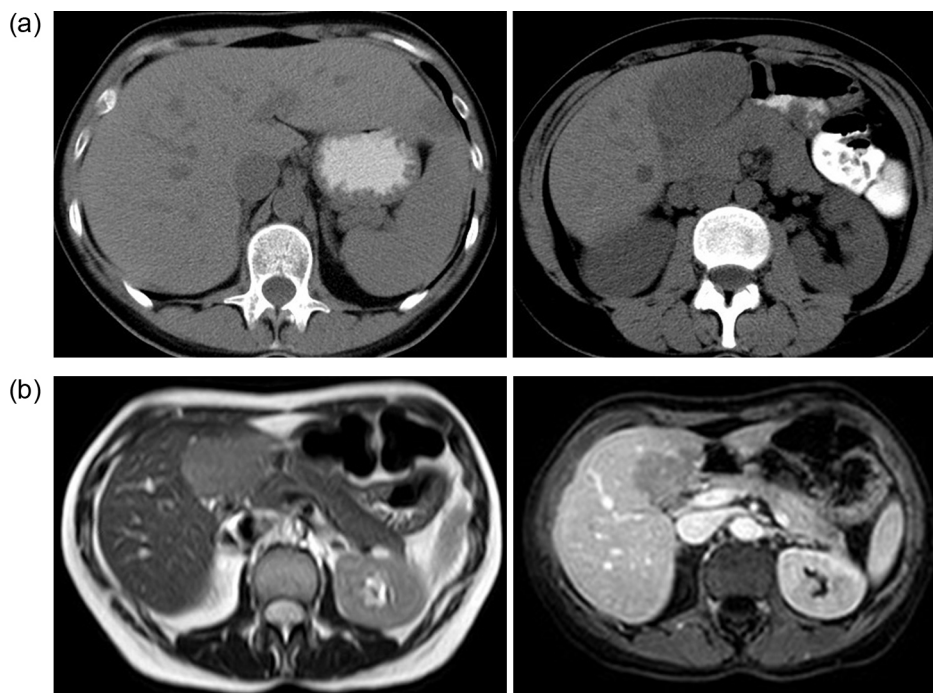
A) Tomografía hepática en la que se observan lesiones hipodensas focales múltiples, destacando por su tamaño, una de 2,5 cm en el segmento II y otra de 6 cm próxima al segmento caudado; B) Resonancia magnética donde se observan lesiones hepáticas discretamente hiperintensas en la secuencia T1 en fase (a) y una marcada pérdida de la señal en la secuencia T1 en fase opuesta (b), donde aparecen hipointensa.
